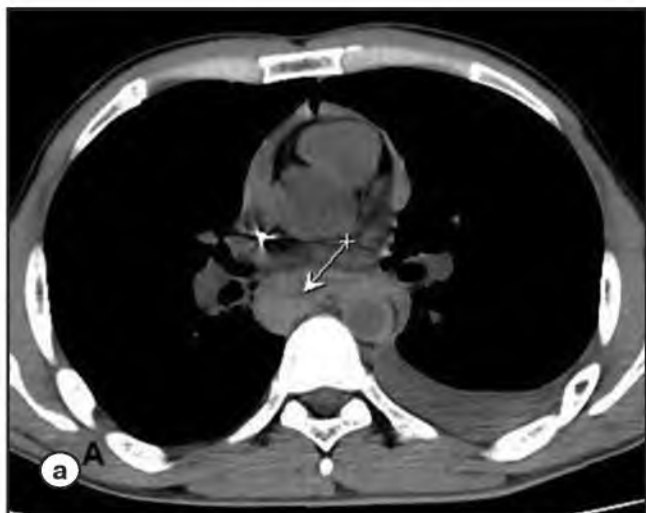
МСКТ грудной клетки.
